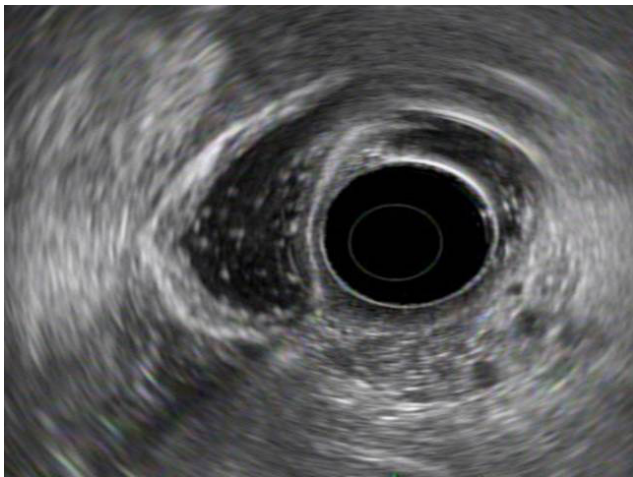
Endosonographic finding of biliary sludge. Radial endoscopic ultrasonography shows echogenic materials with hyperechoic spots in the gallbladder.
